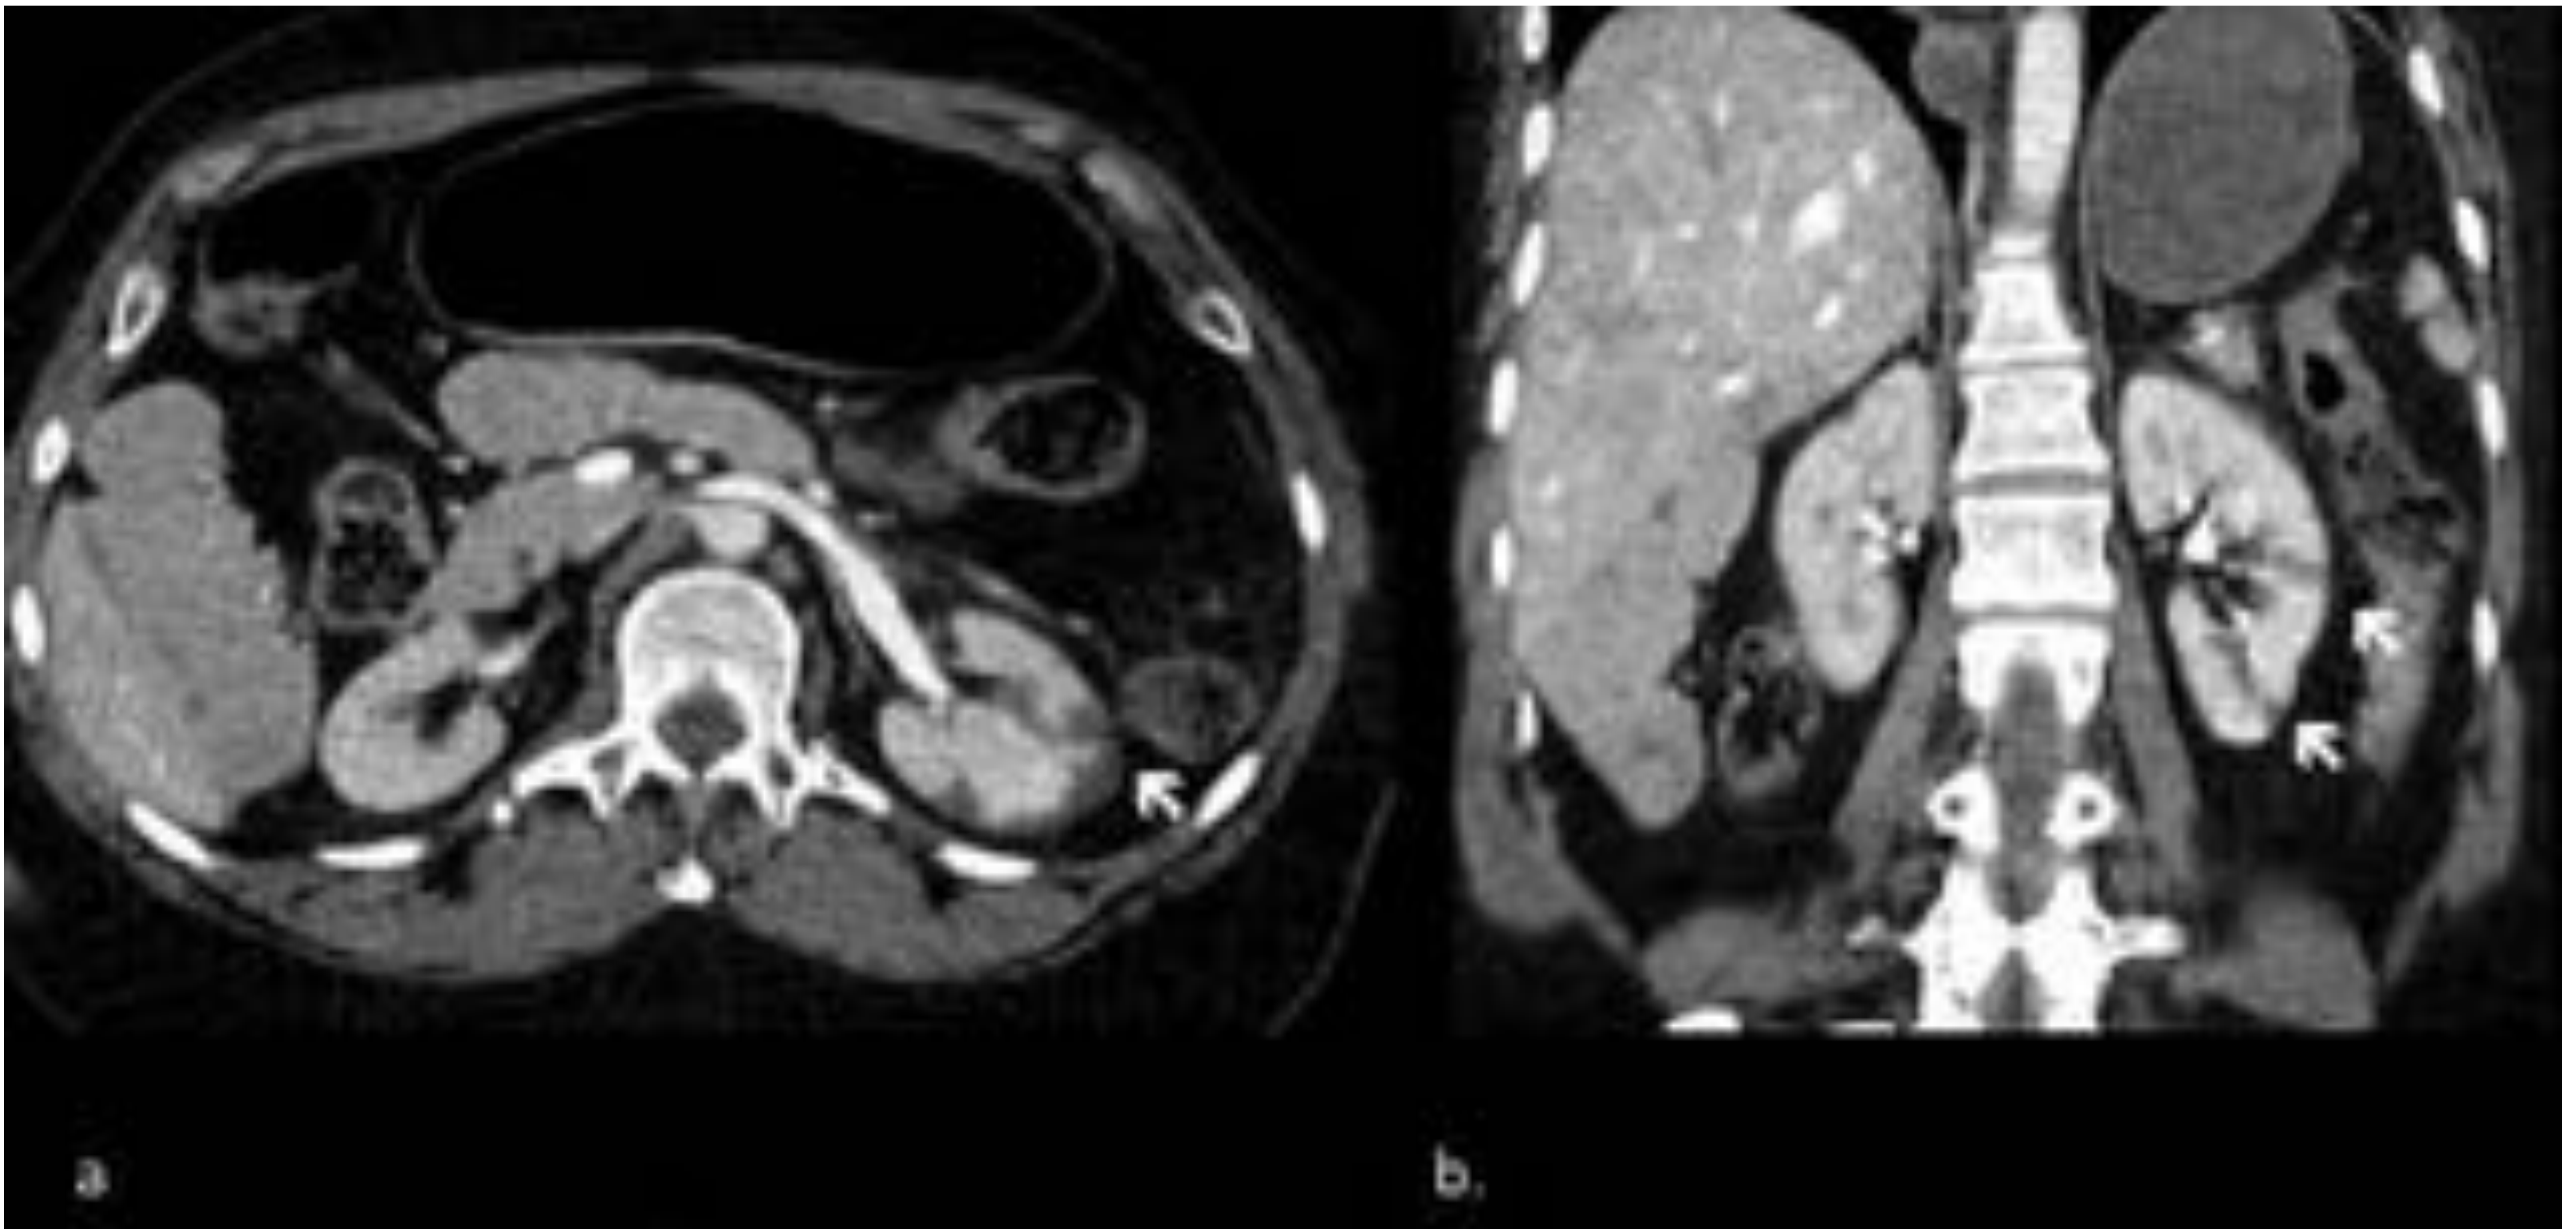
Laceraciones y hematoma subcapsular renal izquierdo traumático. (a) TC con CIV que muestra área lenticular hipodensa con aplanamiento del parénquima subyacente, que corresponde a un pequeño hematoma subcapsular (flecha). (b) Reconstrucción MPR coronal que muestra áreas lineales de hipodensidad que corresponden con laceraciones.
